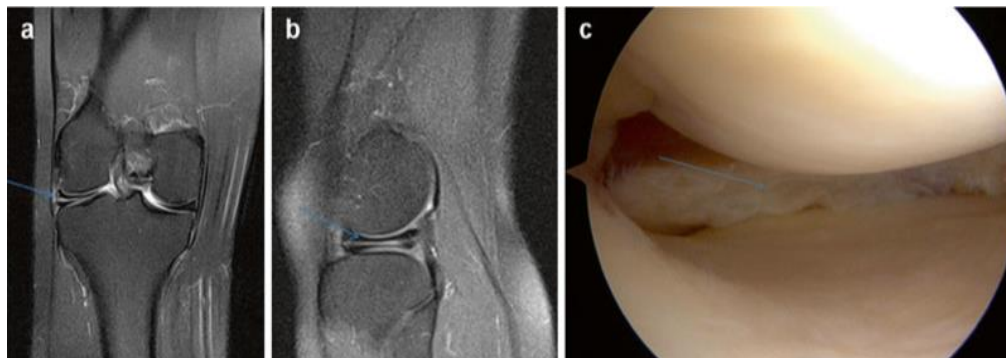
Visualização imagiológica e artroscópica de ruptura horizontal degenerativa do menisco interno. (a) e externo (b) em cortes coronal e sagital da ressonância magnética (setas azuis); c) Visualização artroscópica de uma ruptura horizontal. Retirado de Hulet C. *Surgery of the Meniscus*. (Hulet C, Pereira H, Peretti G, Denti M, eds.). Berlin, Heidelberg: Springer Berlin Heidelberg; 2016.
